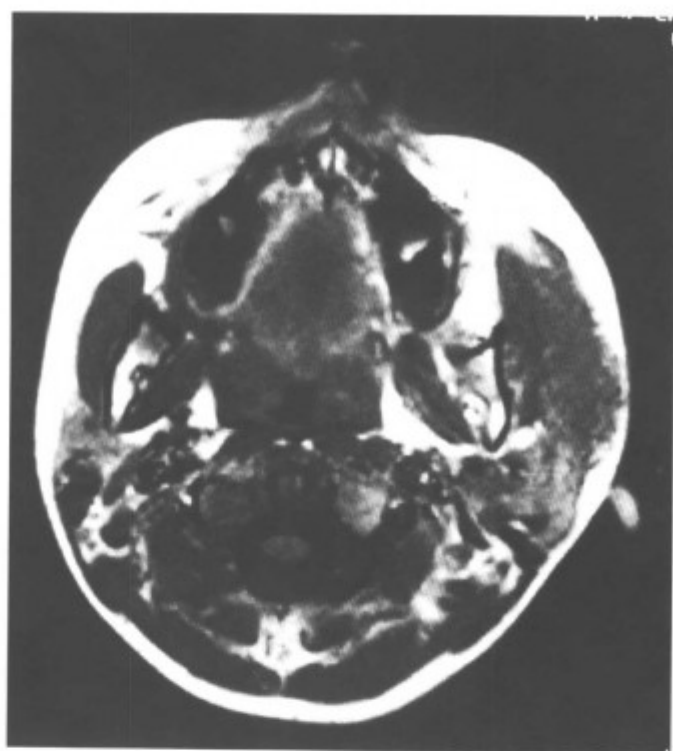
左侧腮腺嗜酸性淋巴肉芽肿（MRI-T₁WI 横断平扫见左侧腮腺弥漫性增大，呈等信号）
